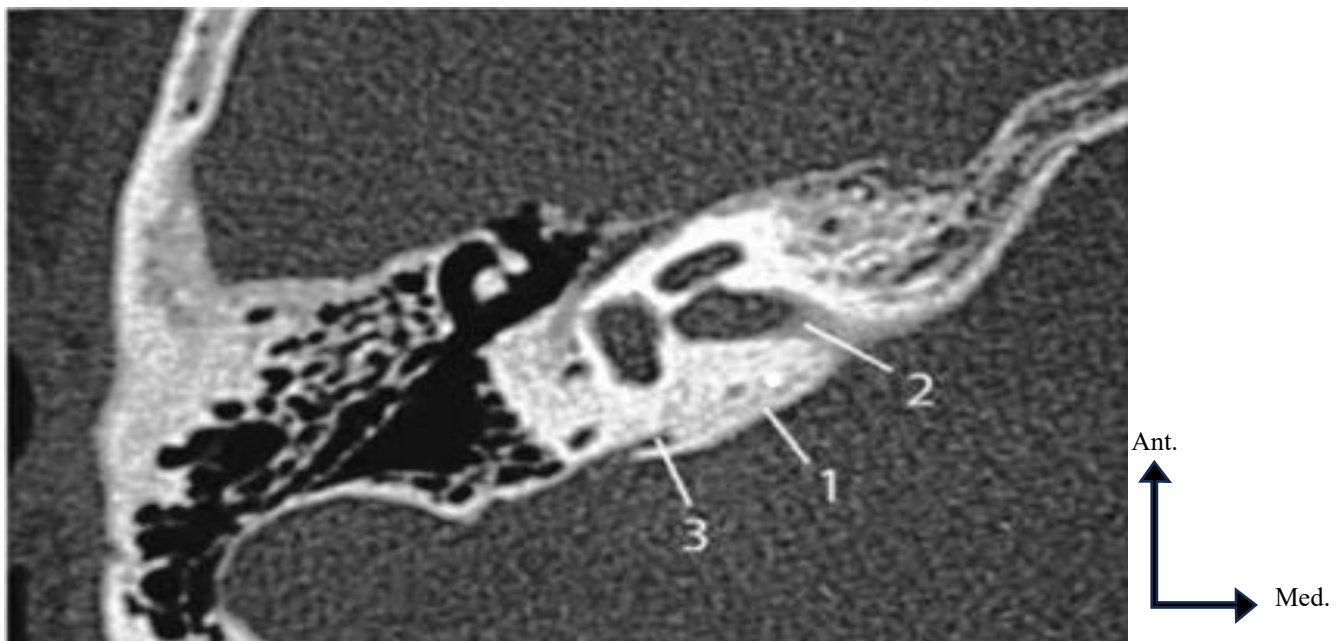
TDM, coupe axiale. (1) Paroi postéro-interne ; (2) méat acoustique interne ; (3) fossette unguéale. [14]
